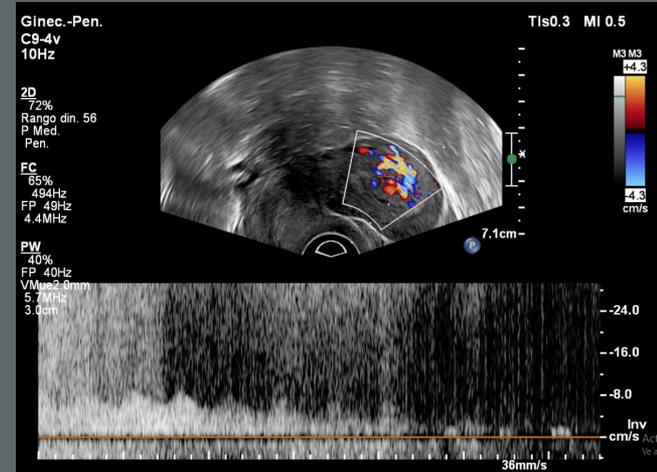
Ecografía en corte sagital de útero en AVF con presencia de Doppler color y pulsado a nivel endometrial.
